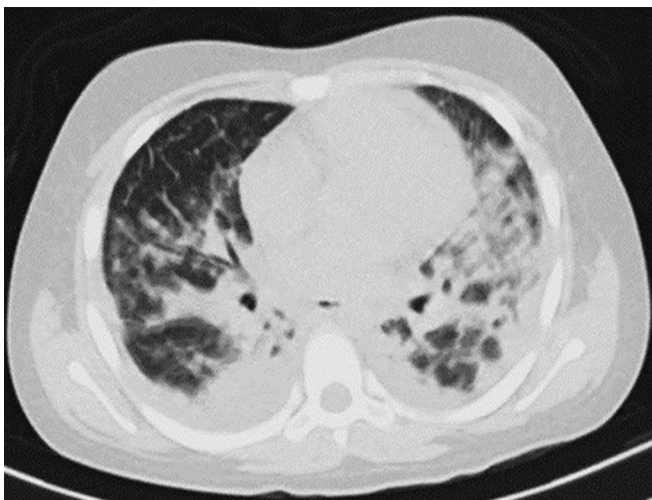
Tomografia computadorizada pulmonar realizada na admissão.
